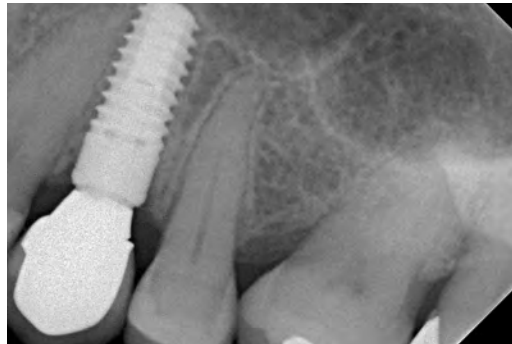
Röntgenkontrollbild
